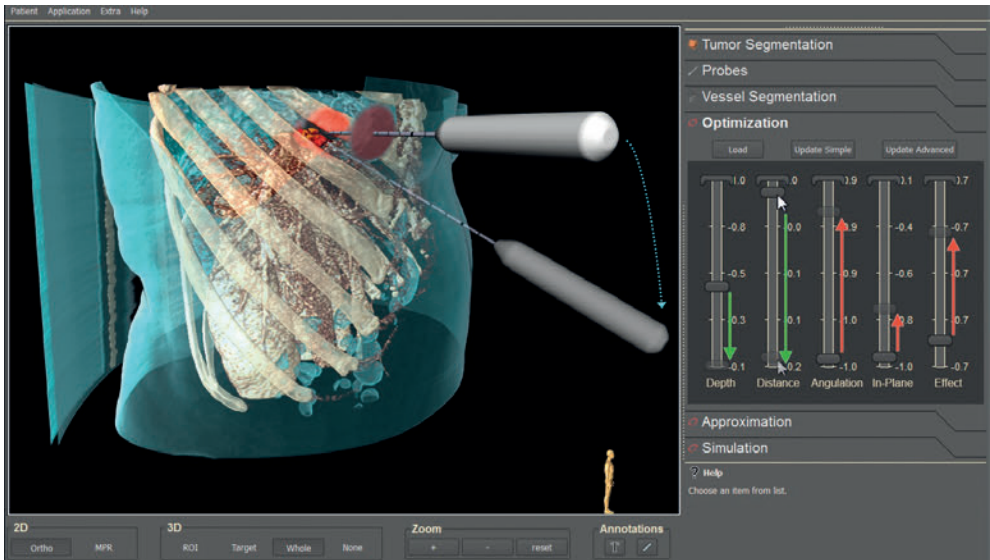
Unterstützung der Zugangswegplanung bei einer CT-gesteuerten Radiofrequenzablation (RAD-UKA und MEVIS)
